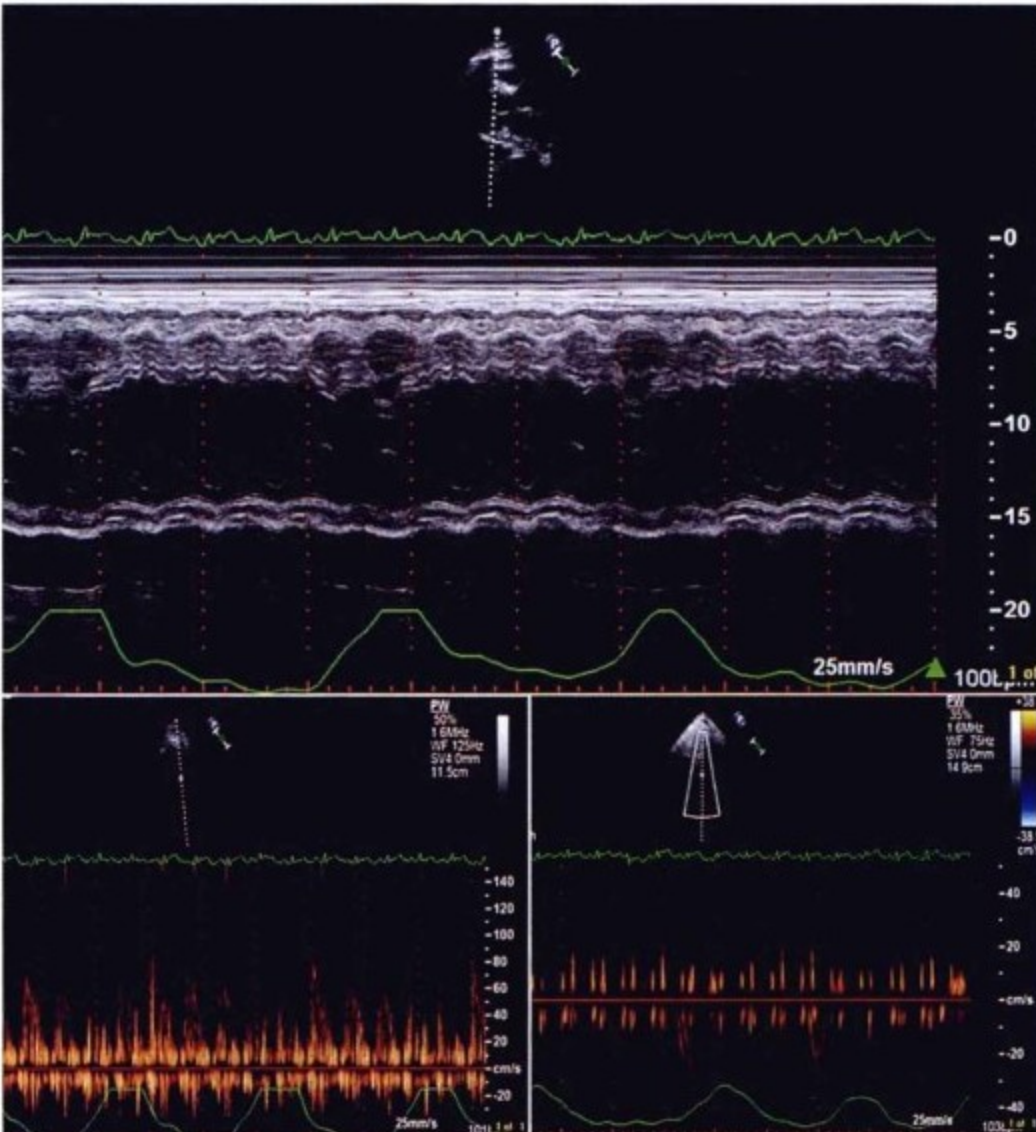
心包开窗引流术后的经胸超声心动图。上图为 M 型超声显示仍存在吸气时室间隔的偏移。左下图显示左心室血流,可见 E 峰和 A 峰叠加导致呼吸周期中 E 峰的高度变化混乱。右下图显示呼气时回心血量增多,符合缩窄所致的生理学改变。
